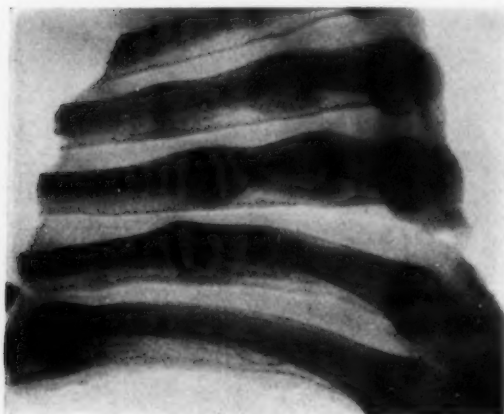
u. 4. Umbauzonen an den Rippen bei zwei rachitischen Säuglingen (Röntgenbilder der Sektionspräparate).
